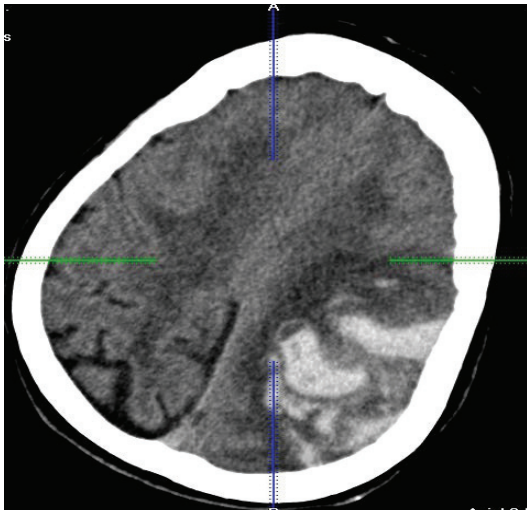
КТ пациентки К. с кровоизлиянием в левое полушарие головного мозга
